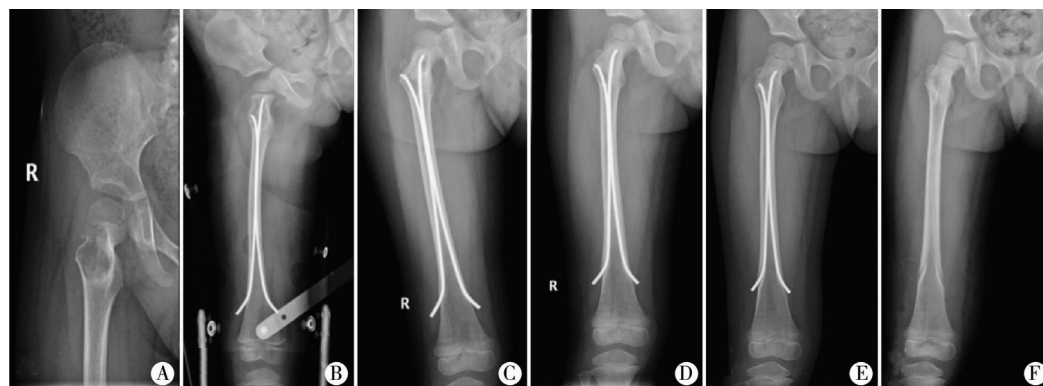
患儿,女,2岁11个月,右股骨近端骨囊肿X线片 A. 术前; B. 第1次注射,术后1 d; C. 术后3个月,第2次注射; D. 术后6个月,第3次注射; E. 术后8个月; F. 术后9个月,拔除钢针
